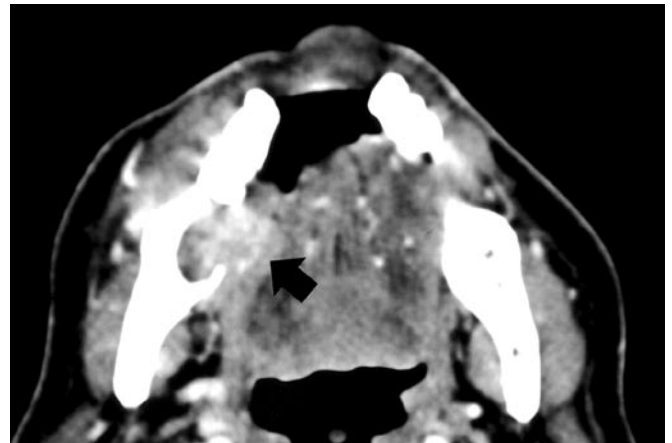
TAC cervical mostrando una masa (flecha) que capta contraste y destruye hueso, a los 2 lados de la encía.
